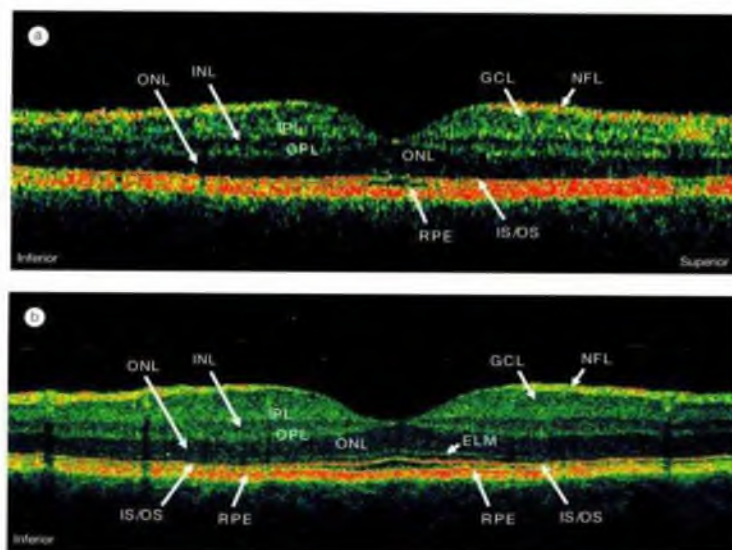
Картина оптической когерентной томографии в норме.
